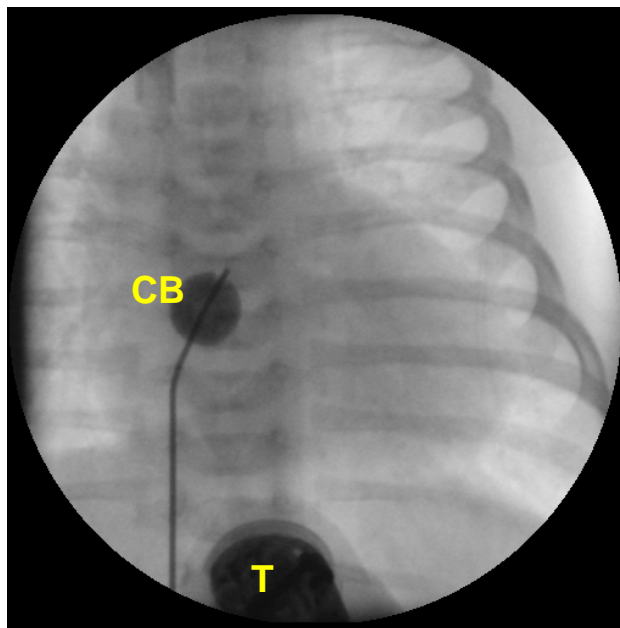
Imagem radioscópica da ASB monitorada pela ecocardiografia demonstrando o cateter balão(CB) inflado em átrio esquerdo e transdutor do ecocardiograma(T) em posição subcostal.
